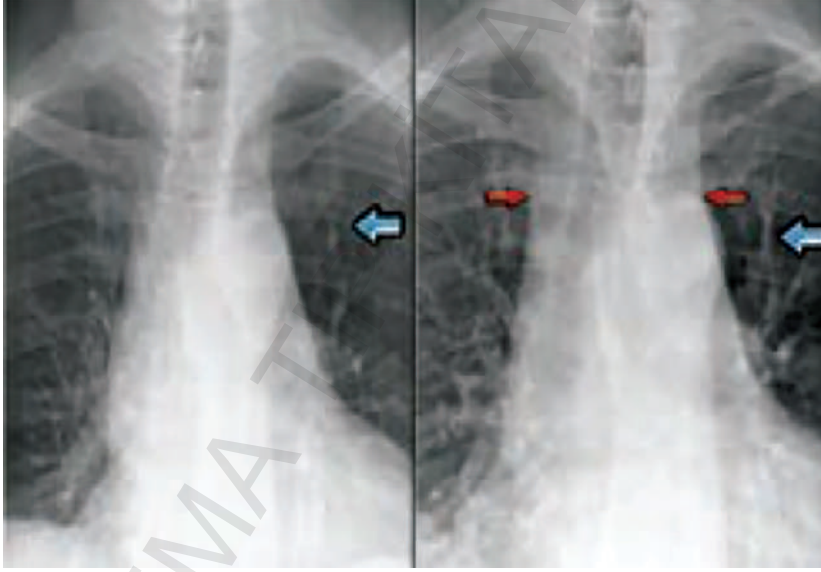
Gögüs Radyografisinde Pulmoner Ödem: Kalp yetersizliğinde Pulmoner ödem: *Solda-* İnterstisyel (beyaz ok), alveoler ödem, pleval effüzyon (siyah). *Sağda-* "kelebek" ve "yarasa-kanadı" görünüşleri. Bu hastalarda Solunum sisteminin fizik muayenesi önemli bilgiler sağlayabilir. Akciğer oskültasyonunda öksürmek ile kaybolmayan ince krepan raller duyuluyorsa dekompanse KY'ye bağlı pulmoner ödem olabilir; ancak fibrotik akciğerde de aynı bulgular olabilir, öksürmekle değişen raller daha kaba, aynı büyüklükte olmayan 'çıtırtıtlar' (subkrepitan) ve rouglan ve sibilan raller eşlik edebilir. Akciğer tabanında azalmış solunum sesleri özellikle sağda pleval effüzyon sonucunda olabilir
